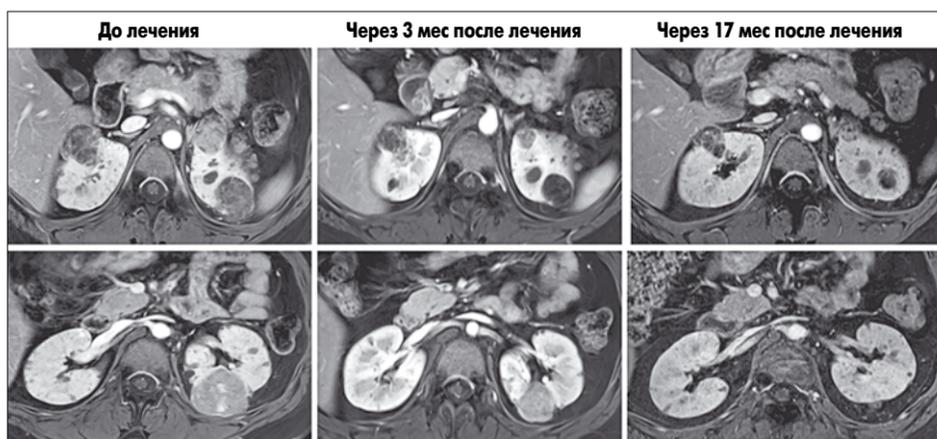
МРТ почек у 21-летнего пациента с несколькими крупными ангиомиолипомами обеих почек, выполненная до лечения, через 3 и 17 мес после лечения эверолимусом. Существенное уменьшение размера гамарты, особенно четко выраженное в более крупных опухолях. Уменьшение размеров ангиомиолипом на фоне терапии эверолимусом сопровождалось снижением частоты судорожных припадков и улучшением поведения, что дало возможность постепенно снизить дозу ПЭП (P. Dill, личное сообщение)
